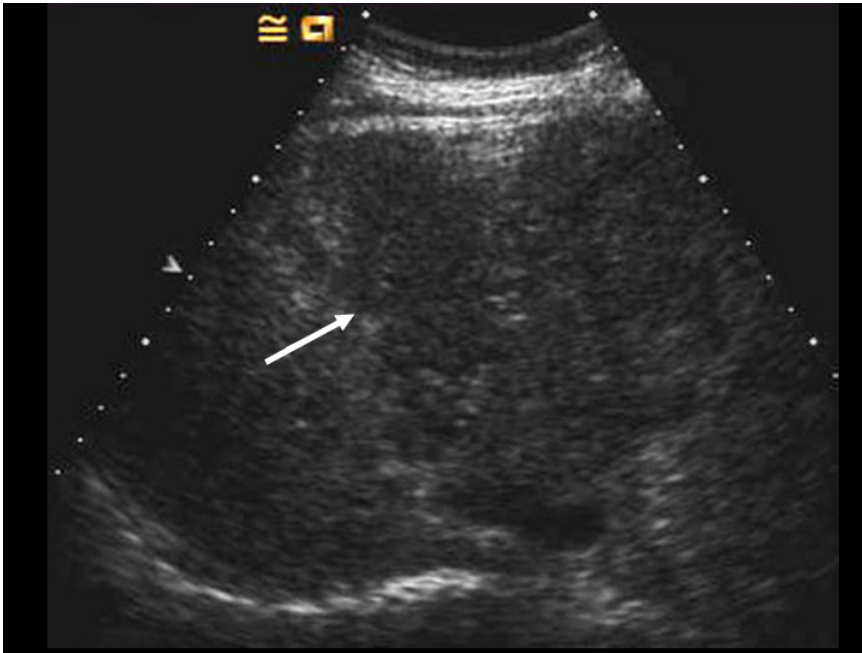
HCC: Grey- scale- Sonographie: Inhomogenes Parenchym bei Leberzirrhose. Das Parenchym im rechten Teil der Abbildung ist geringfügig hypoechogener (Pfeile) als das umgebende Leberparenchym
